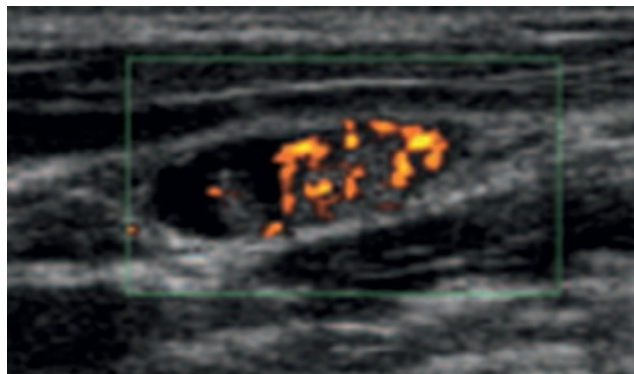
Image échographique d'une adénopathie métastatique de carcinome papillaire de la thyroïde (partie kystique notée par la flèche).
